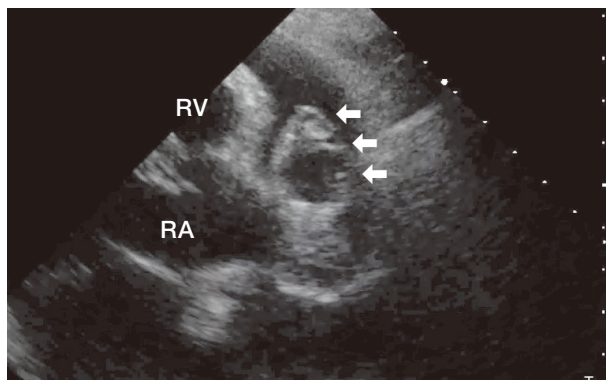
症例1における心臓超音波検査所見（左側傍胸骨長軸断面像）
